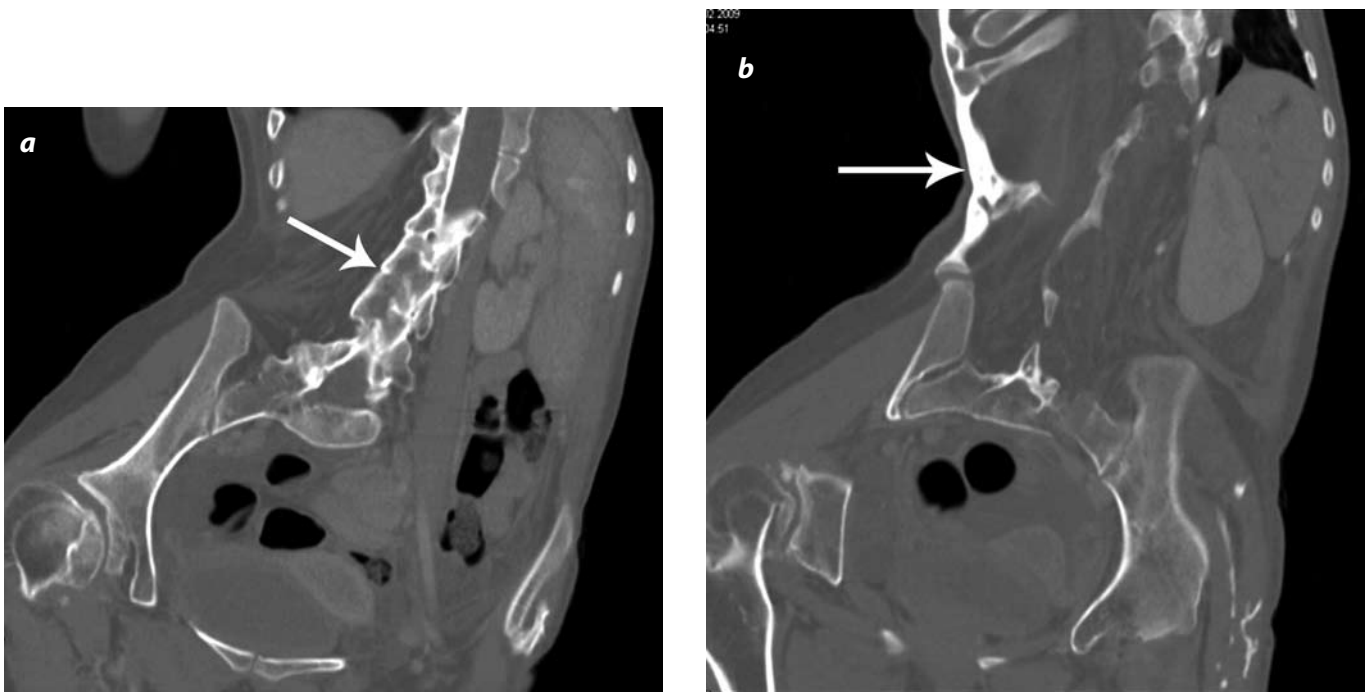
(a, b). Tomografía computarizada. Reconstrucciones coronales. Extensa fusión de las articulaciones facetarias lumbares (flecha en [a]), con escoliosis marcada y demostración de la extensión de la osificación paravertebral derecha entre los arcos costales y el iliaco (flecha en [b]).
